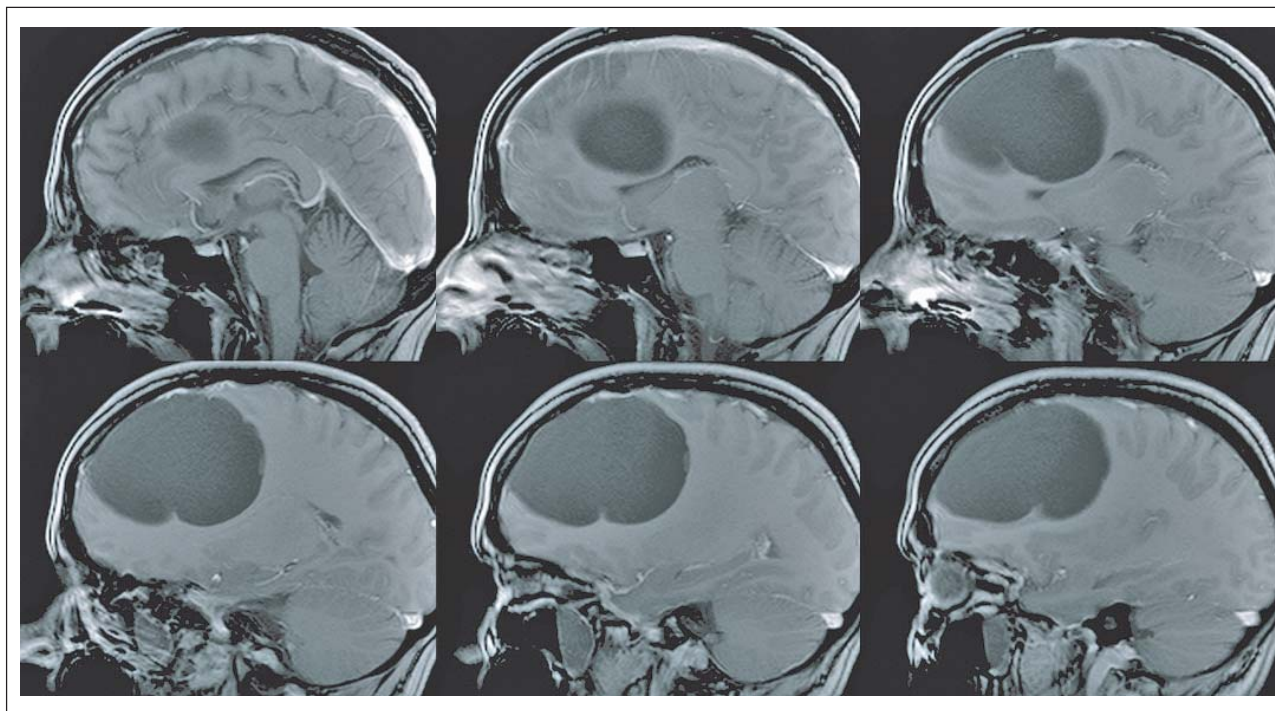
Schädel-MRT, T1, sagittal: Präoperativer Befund der endodermalen Zyste mit deutlicher Größenprogredienz im Vergleich zu zystischer Struktur im MRT aus 1999.
